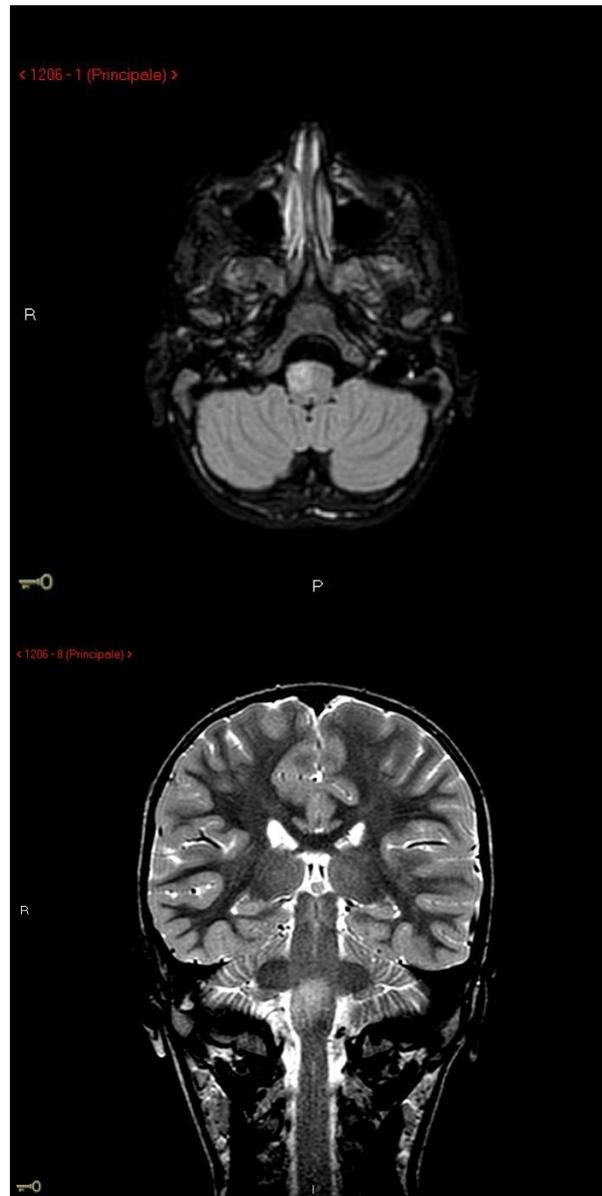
RM encefalo: Aree di iperintensità a livello bulbare
